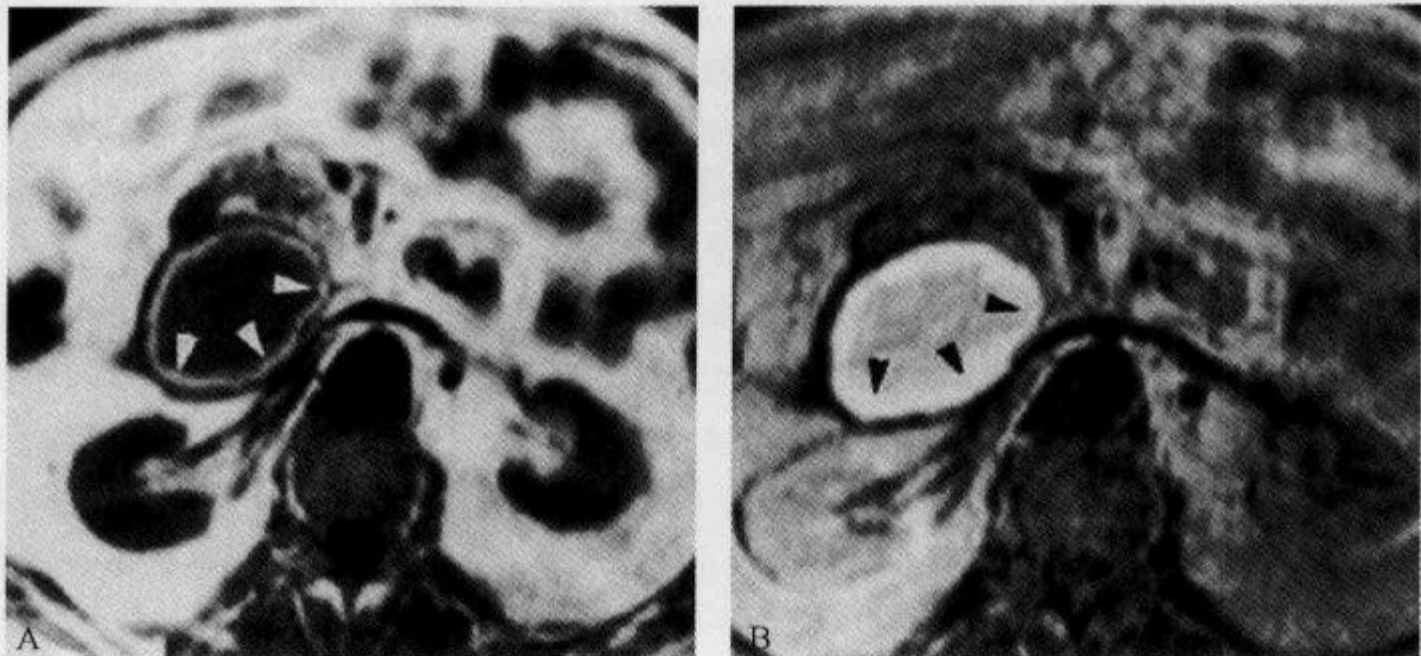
十二指肠腔内慢性期血肿, MRI 示“同心环征”
